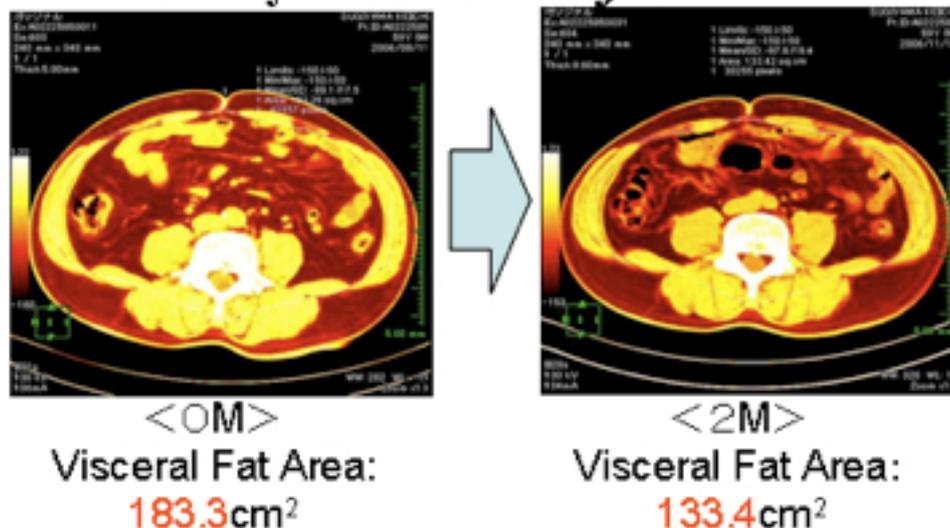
ラクトフェリン腸溶錠の内臓脂肪低減効果(腹部CT画像、社内試験結果の著効例)
